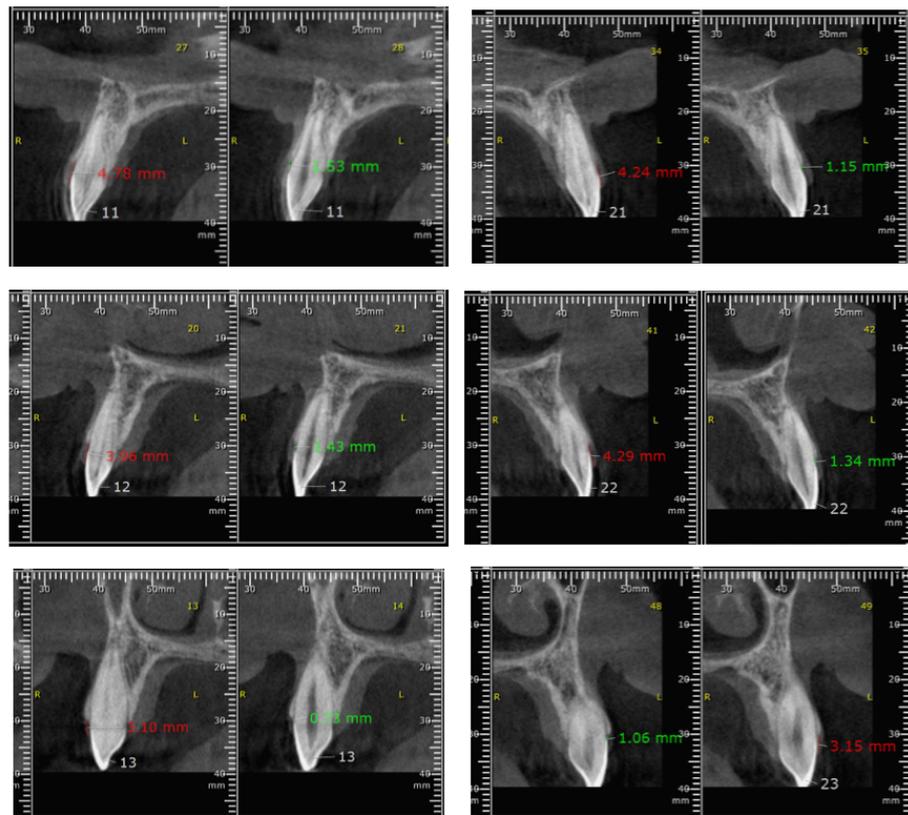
Tomografias Computadorizadas por Feixe Cônicos (Cone Beam)
